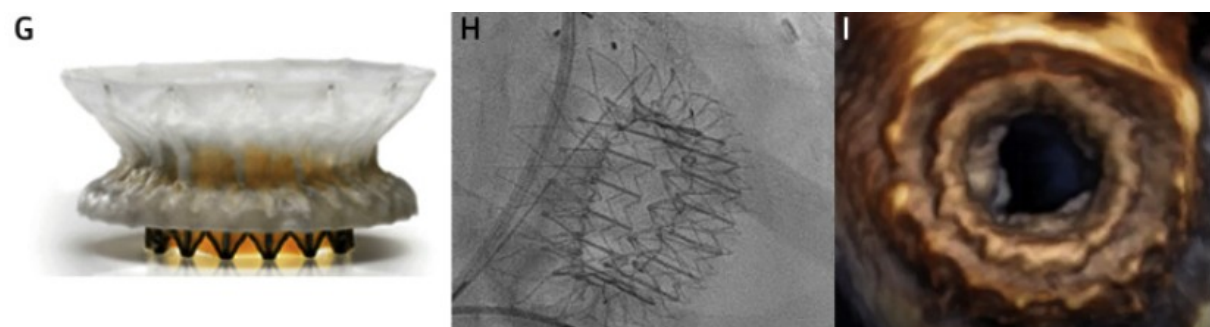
prothèse CEPHEA (G), avec vue fluoroscopique (H) et échographique 3D (I)
